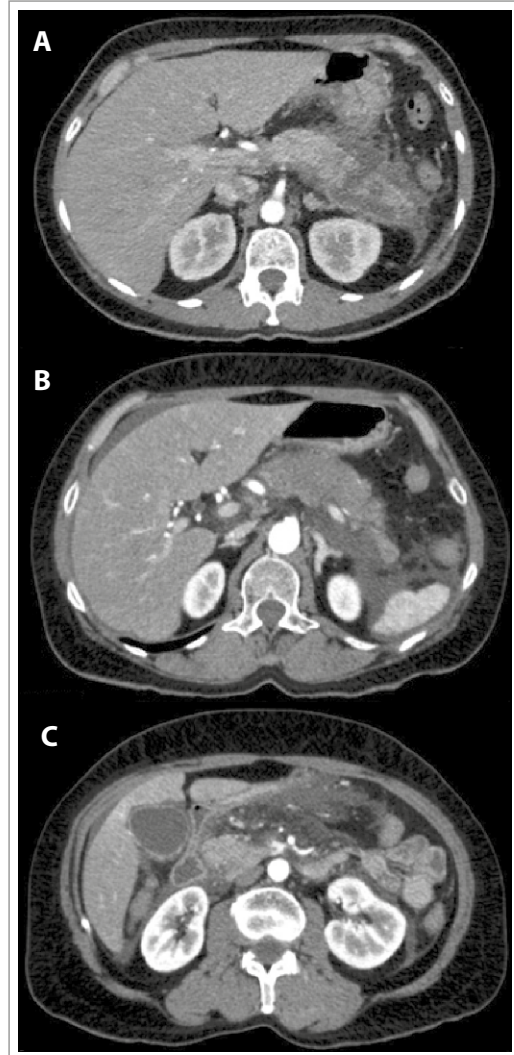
Pancreatitis necrotizante. TC de abdomen y pelvis con contraste, en fase arterial. Las imágenes A y B muestran hipocaptación del medio de contraste en cuerpo, cola y tejido graso adyacente al páncreas comparado con el resto de parénquima, signo radiológico que orienta a necrosis pancreática y peripancreática. En la imagen C se observa líquido libre en ambas correderas parietocólicas.
